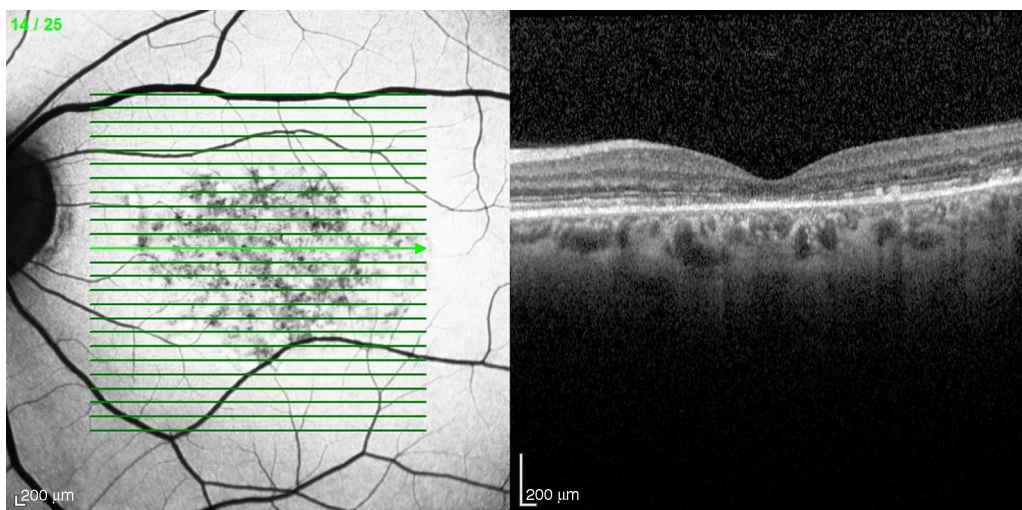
Tomografía óptica de coherencia OD: acúmulos hiperreflectivos a nivel del epitelio pigmentario retiniano y de la capa de fotorreceptores.
